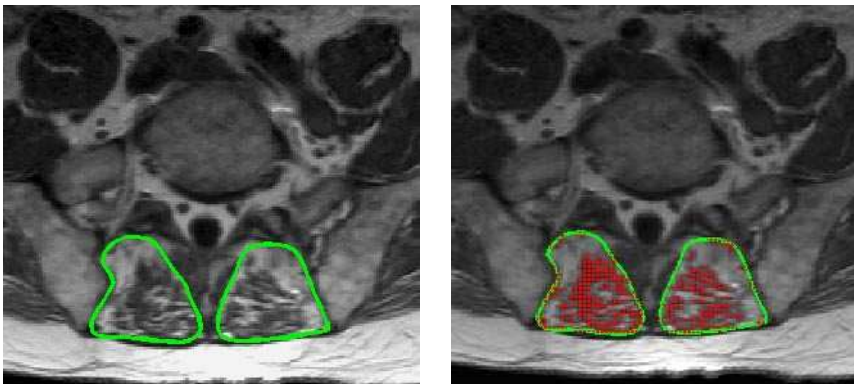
Postoperative MRI slice below the arthrodesis.
